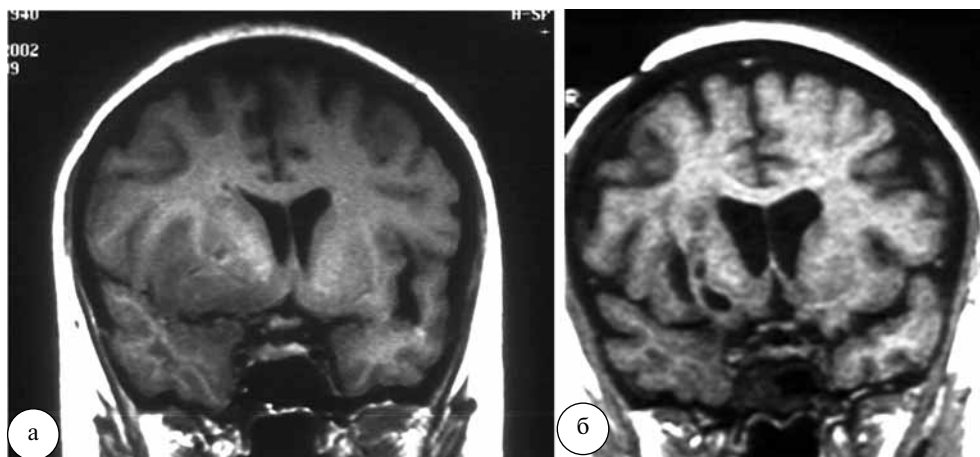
МРТ пациента с внутримозговым новообразованием в области базальных ганглиев правого полушария (Т1-ВИ, фронтальная плоскость): а – до операции; б – после селективной стереотаксической криодеструкции новообразования
